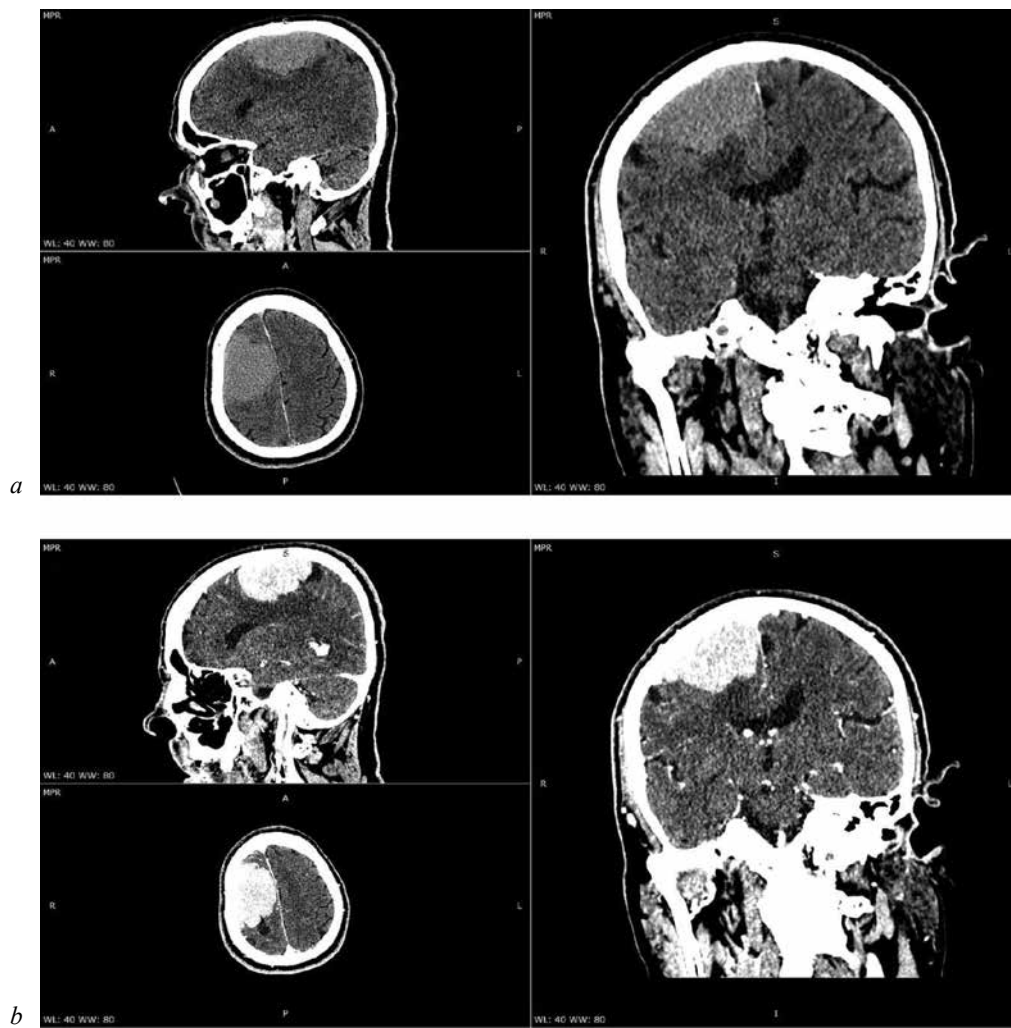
Компьютерная томография больного: *a* – без контрастирования, *b* – с контрастированием
